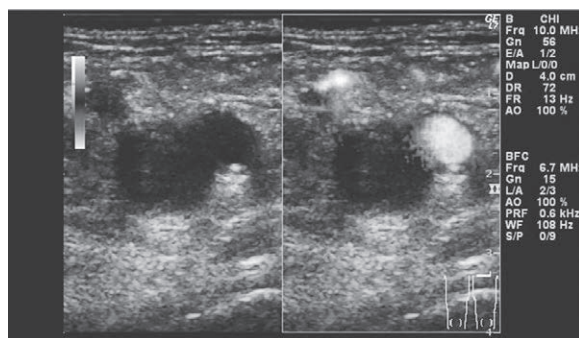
下肢静脈超音波検査(左): 大腿静脈内はカラー表示が欠損しており血栓閉塞が示唆される
